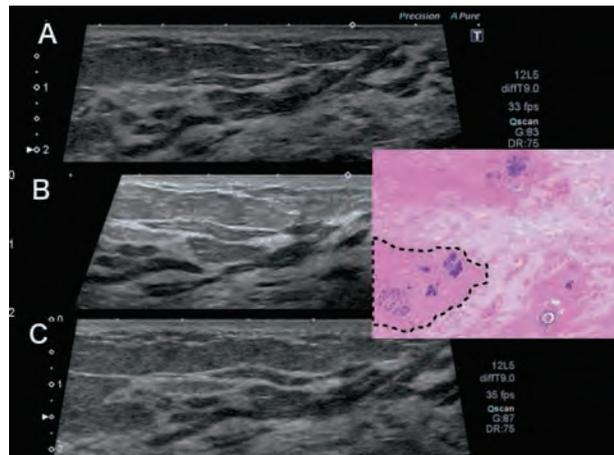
視認性の目安 「つなげる画像処理」をAは強め、Bは弱め、Cはかけていない。高エコー間質と走行する等エコー構造の境界部(点線)は密な線維の移行部であり、やや淡く不明瞭なのが正解である。AよりCの表現が正常構造に近い。B(またはC)が存在診断、Cが立体的質的診断に推奨する設定。
